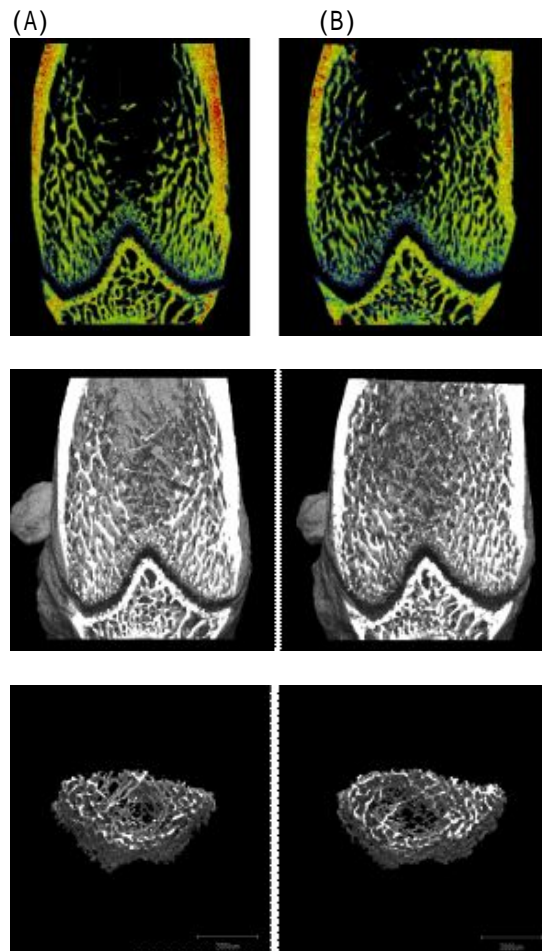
$\mu$ CTを用いた海綿骨構造解析。(A)対照群、(B)骨膜切除群
